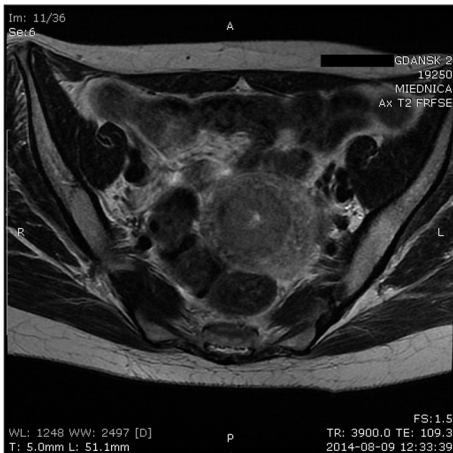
Obraz badania MRI miednicy małej bez i z kontrastem
